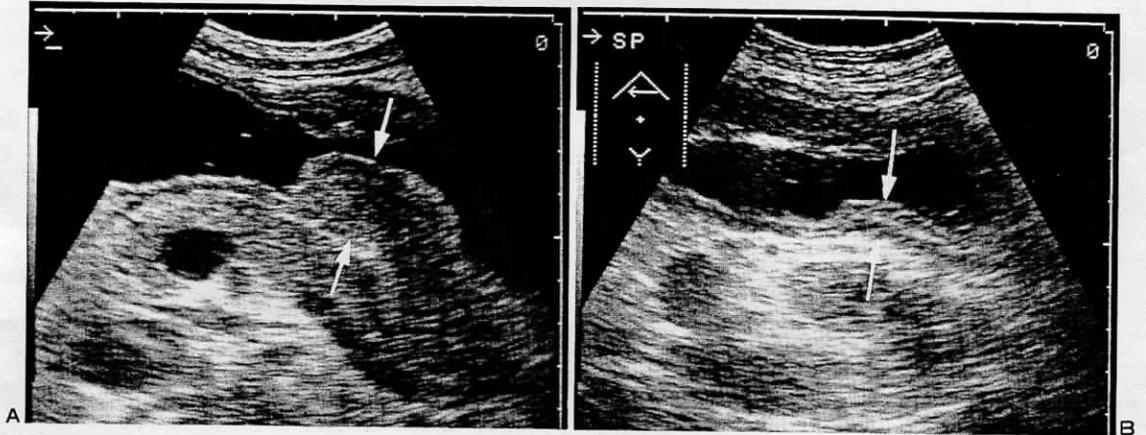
胃癌の化学療法前(A)後(B)の超音波像 化学療法後、腫瘍は明らかな縮小を示す(→)。
